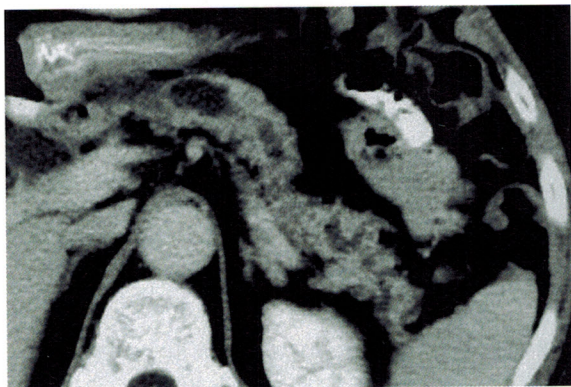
Хронический обструктивный панкреатит, КТ. Железа уменьшена в размерах, паренхима уплотнена за счет фиброза, главный панкреатический проток неравномерно расширен.
